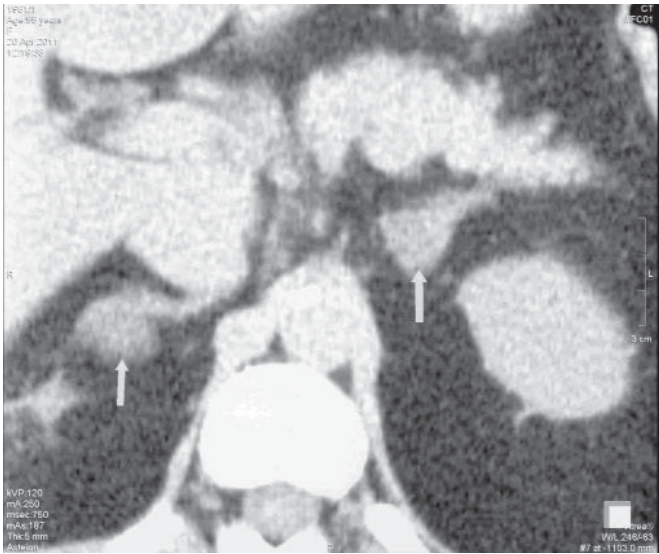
Рентгенологічна картина НЗ на знімку КТ у пацієнтки з АІМАН-синдромом.
